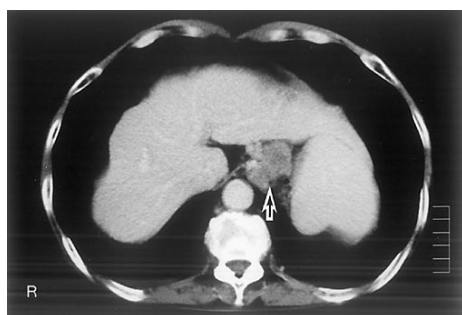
腹部造影CT (2001年4月5日撮影)。肝右葉の萎縮と左葉の腫大、脾腫を認める。胃噴門部に約3cmの造影効果のある腫瘤を認め(矢印)、食道癌の肺転移と考えられた。
